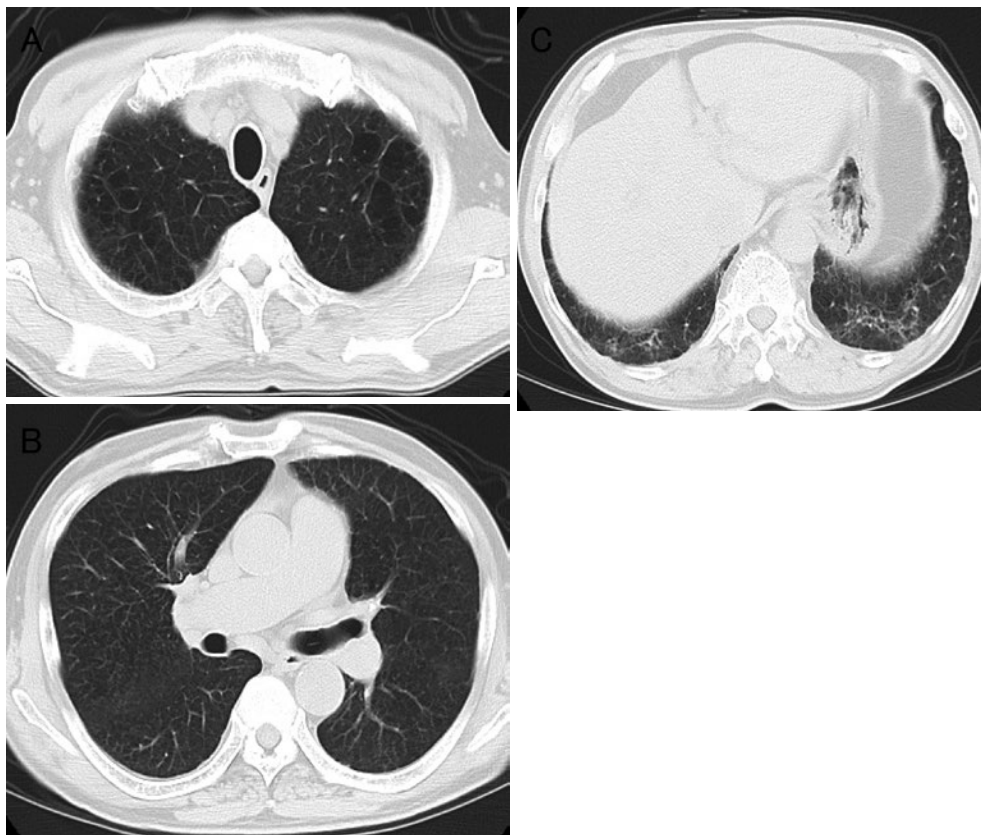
2009年10月, 入院時胸部CT画像。(A) 両側肺尖に気腫性嚢胞と低吸収域を認める。(B) 気管分岐下の断面で軽度気腫性変化を認める。(C) 両下肺背側に限局性線維化を認める。
